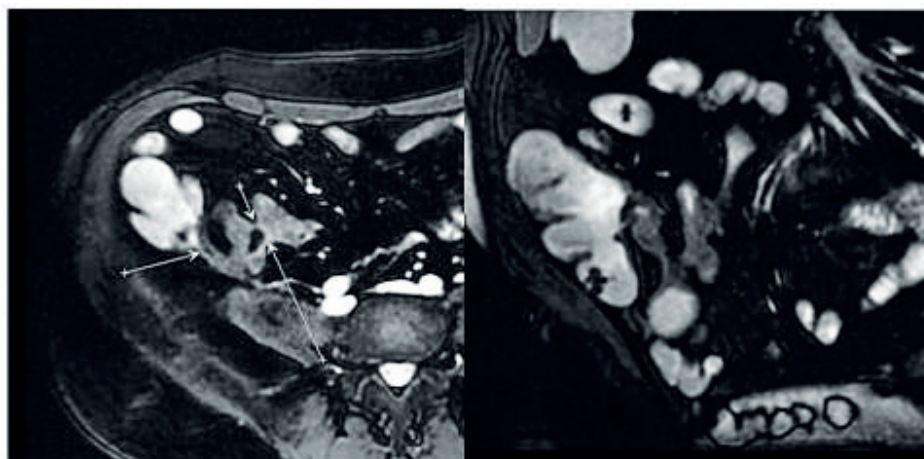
Межпідтльові фістули клубової кишки. МРТ-зображення в аксіальній проекції (режим T1 Fatsat)
